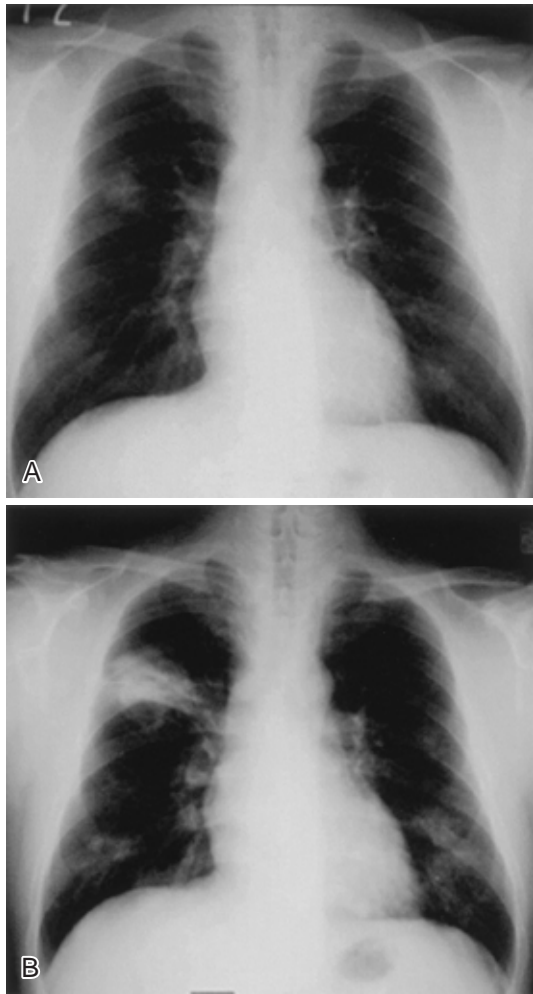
(A) Chest radiograph (Sep. 26, 2000) on admission showing nodular shadow in right upper field. (B) Chest radiograph (Oct. 13, 2000) on second admission showing increased nodular shadows in the both lung fields.
